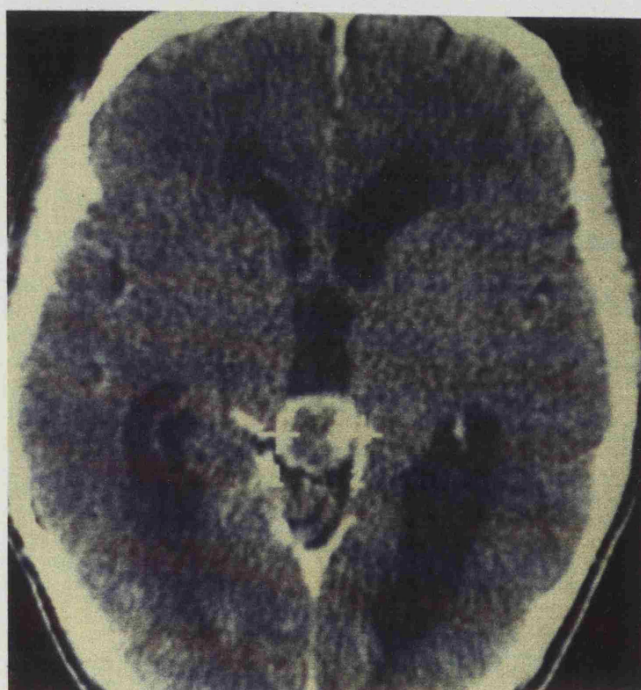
Aspecto TAC, tras administración de contraste, de un glioblastoma de la región pineal (Caso 46).
